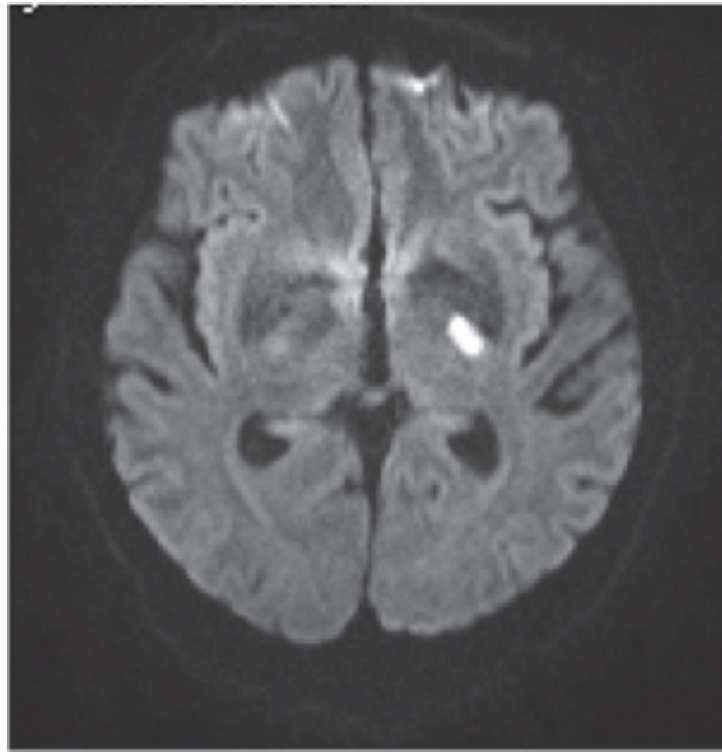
Die diffusionsgewichtete MRT-Sequenz eines 64-jährigen Patienten zeigt einen rezenten kleinen subkortikalen Infarkt in der Capsula interna links, der Durchmesser in maximaler Ausdehnung beträgt 11mm; Mit freundlicher Genehmigung der Universitätskliniken für Neurologie und Radiologie Graz
